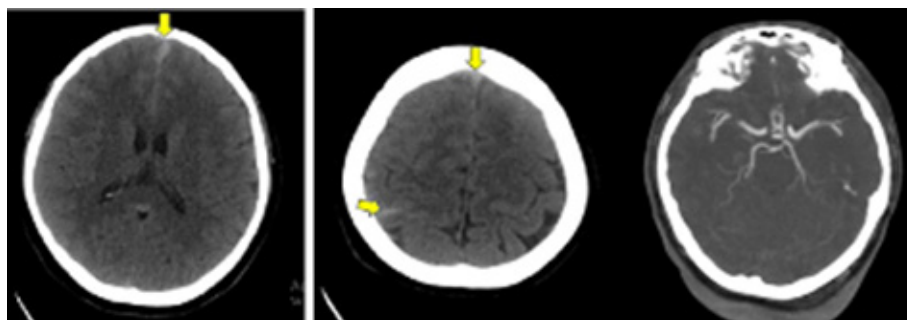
Tomografía de encéfalo sin contraste y angiotomografía de vasos cerebrales que muestran hiperintensidad en la región frontal, sin dilataciones aneurismáticas
